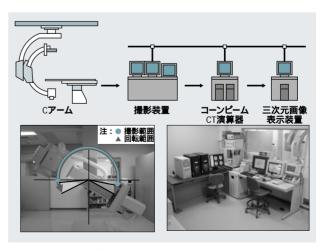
IVR用コーンビ - ムCTの構成 兵庫医科大学病院 )
